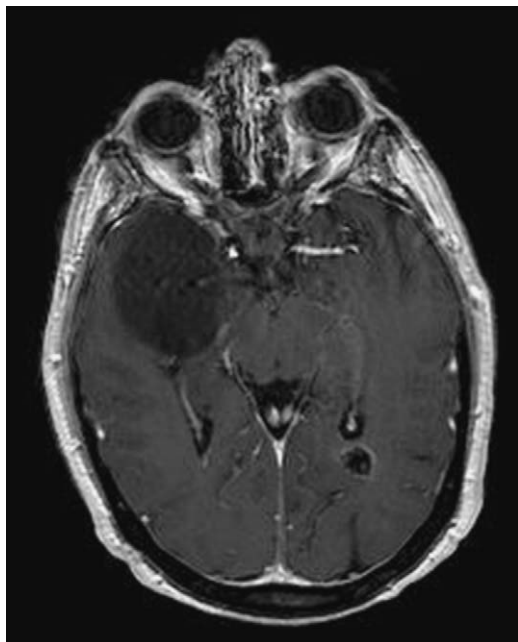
Corte axial de la resonancia magnética cerebral, que muestra un gran tumor en la sustancia blanca del lóbulo temporal derecho. El tumor no genera edema vasogénico, pero provoca colapso parcial del ventrículo lateral derecho. También se visualiza el meningioma calcificado en el asta occipital del ventrículo lateral izquierdo.
